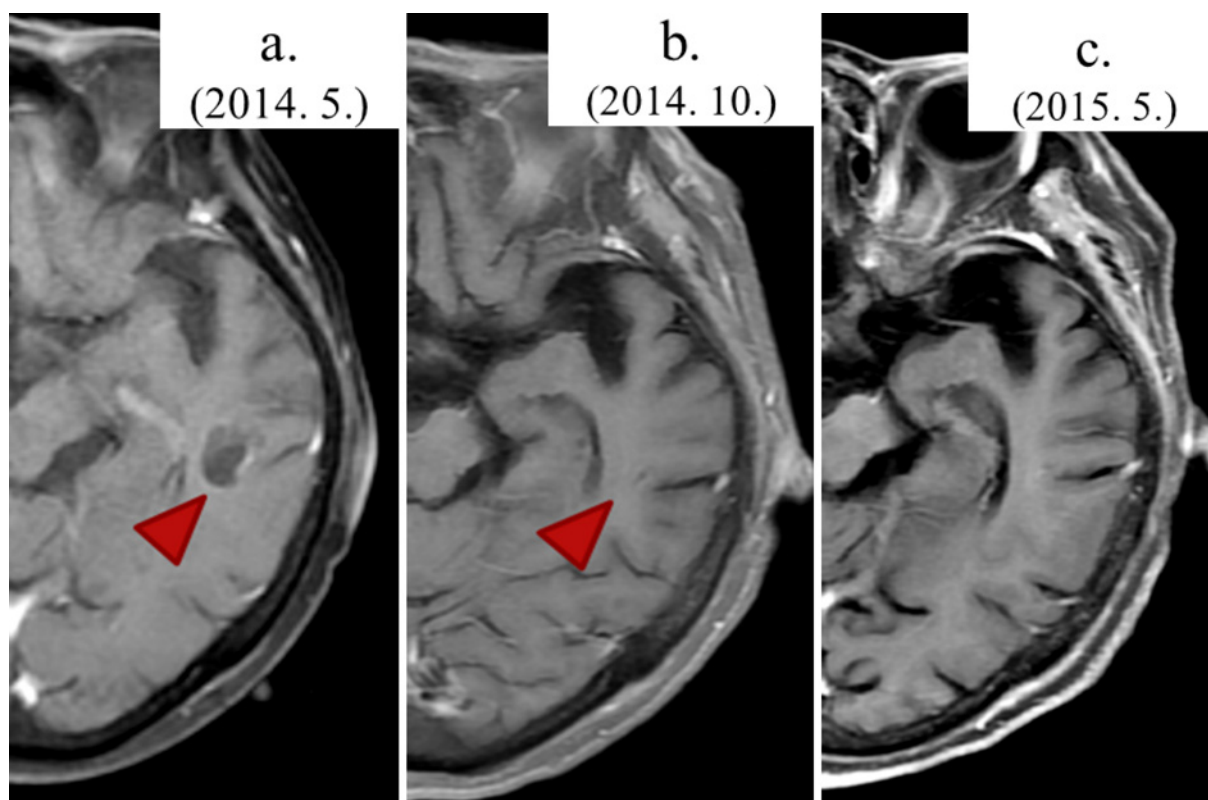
The course of images after the diagnosis of metastasis to the brain (MRI/T1 weighted image): a. The images were taken four months before the start of oral administration of alectinib (May 2014). A cystic lesion of 10 mm in size was found. b. The images were taken one month after the start of the oral administration of alectinib (October 2014). The cystic lesion had completely disappeared. c. The images were taken eight months after the start of oral administration of alectinib (May 2015). No new cystic lesions were found.
